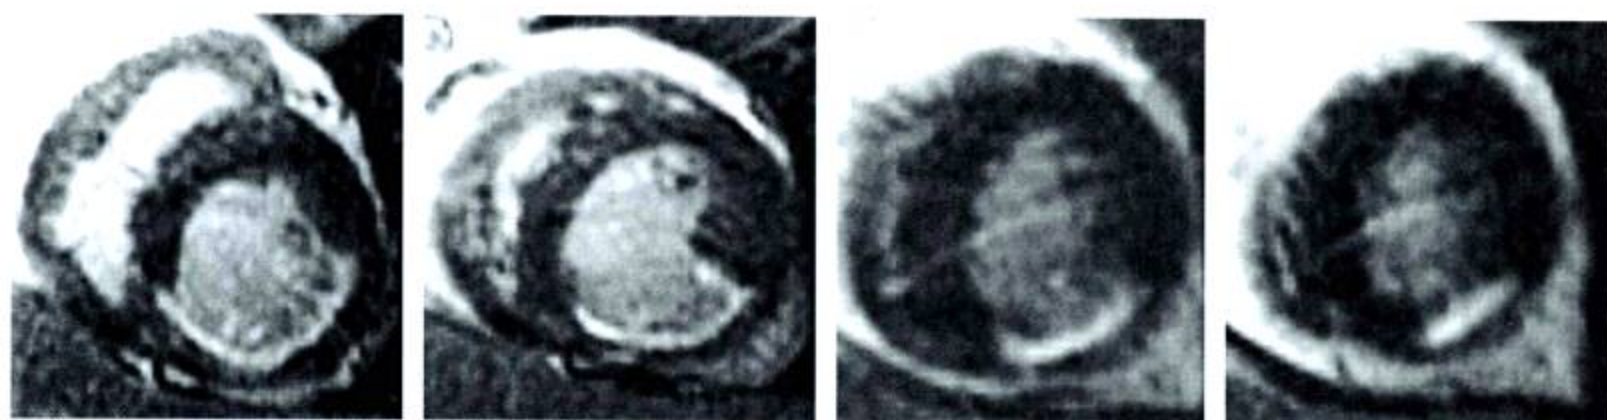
心肌 MRI 延迟扫描显示左室下壁心肌梗死
